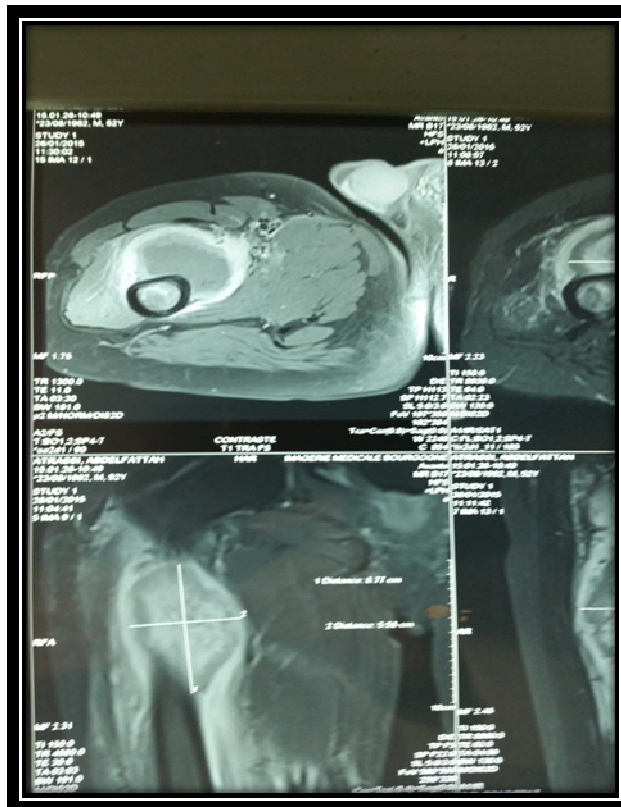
IRM d'une tumeur proximale du membre supérieure.
